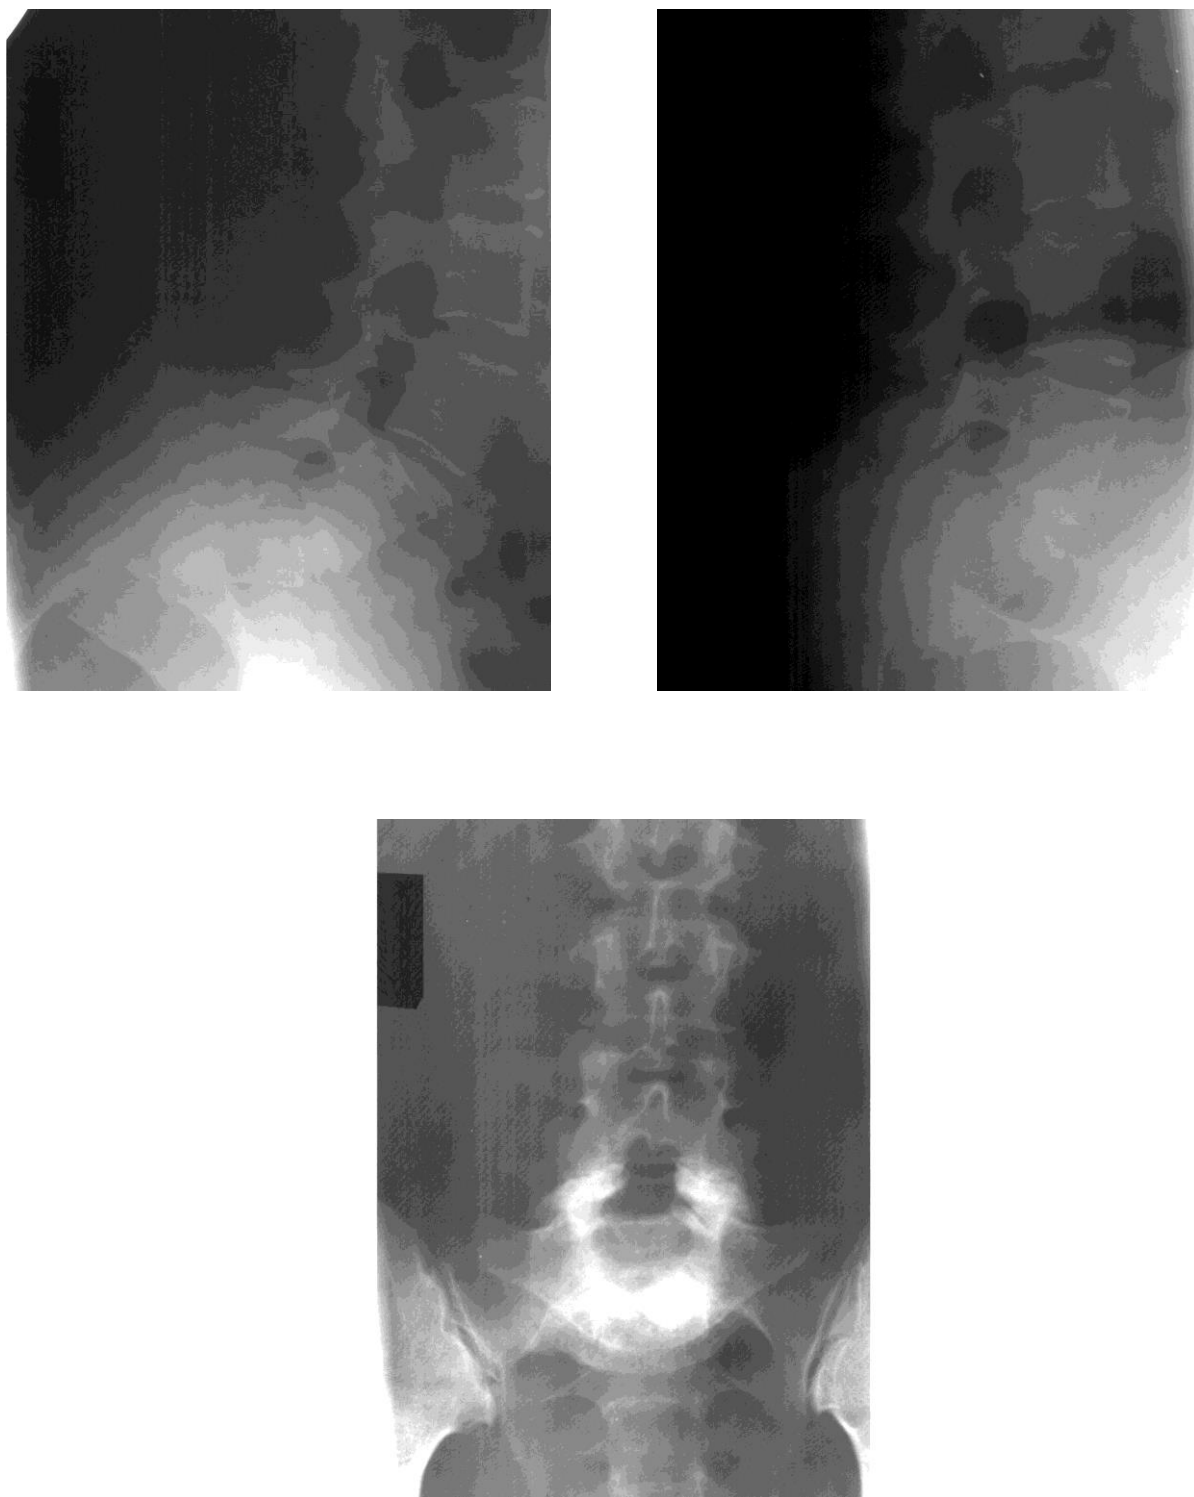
Функциональные и передне-задняя рентгенограммы больной К-й (и.б. № 45862) через 14 лет после одноэтапной двухмоментной задней декомпрессии позвоночного канала, переднего межтелового консиольного спондилодеза по А. А. Коржу.
